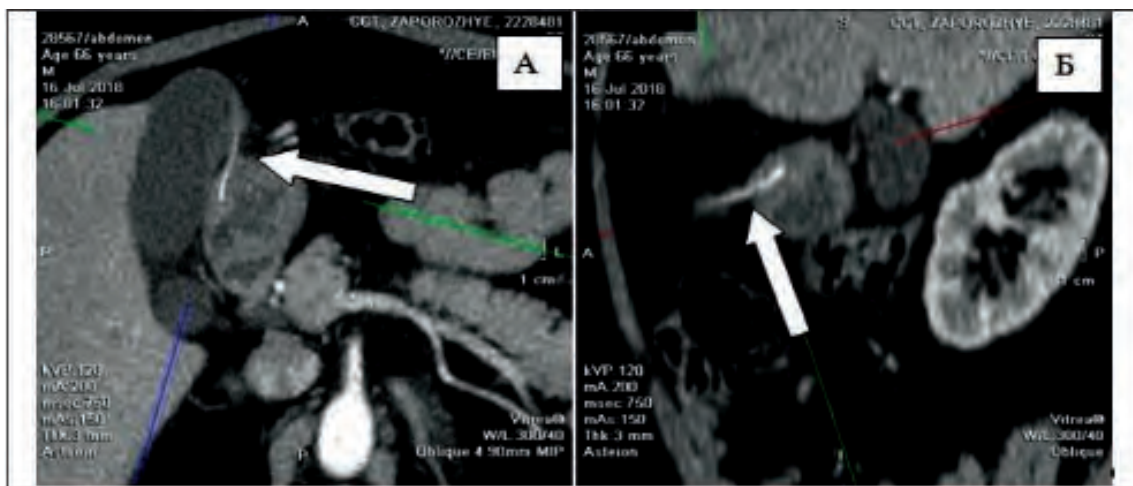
КТ сканы ОБП в аксиальной и сагиттальной плоскостях. А, Б – инородное тело костной плотности (стрелки) толщиной до 1 мм, длиной до 41 мм, выходящее за пределы желудка (до 25 мм) через переднюю стенку, сопровождающееся утолщением стенки желудка до 12 мм. Окружающая перигастральная клетчатка тяжиста, как признак воспалительного процесса (местный перитонит)
